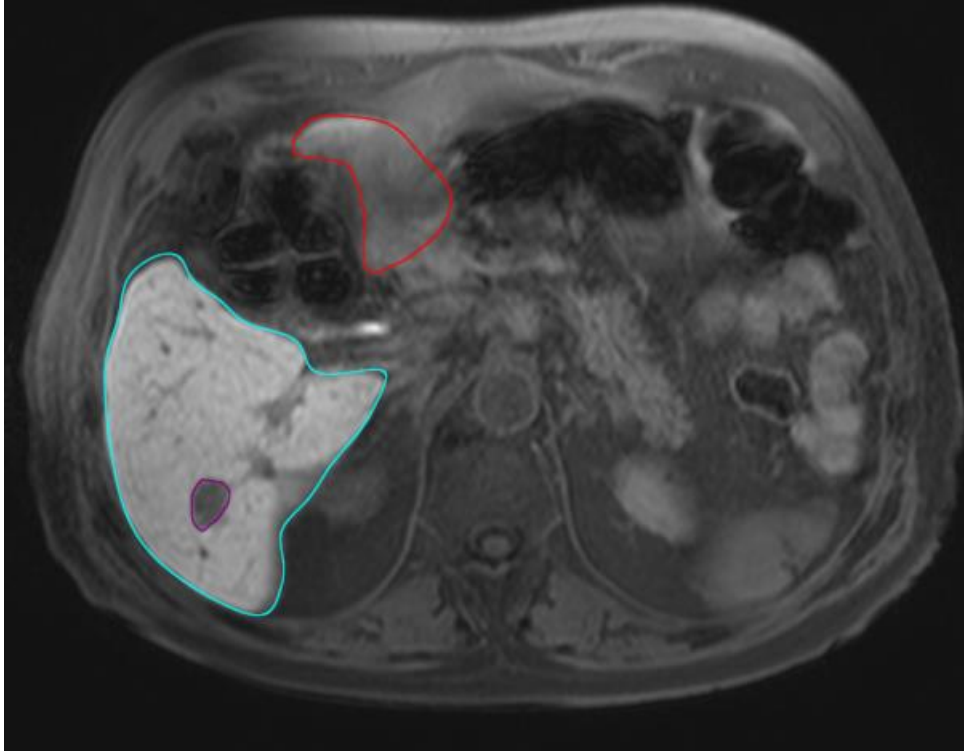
Baseline-MRT WATS-Wichtung: Metastase (violett), therapierter Leberlappen (cyan) und nicht therapierter Lappen (rot)
